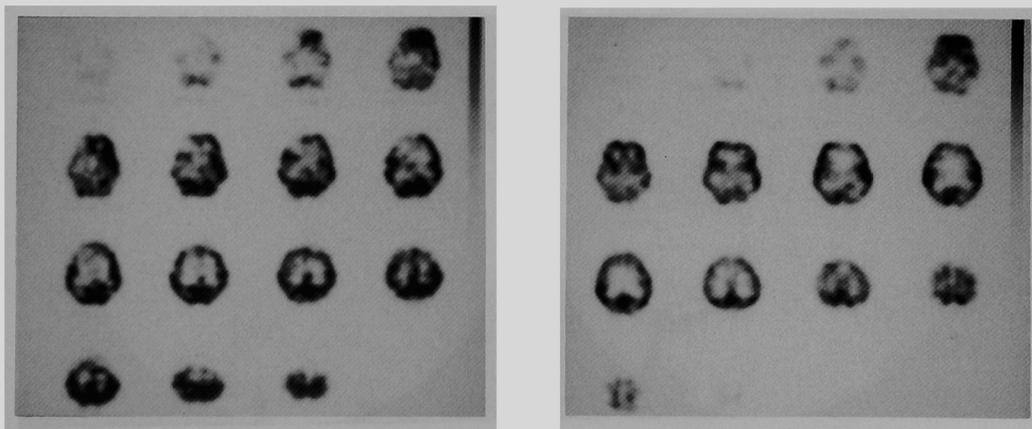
a (左), b (右) IMP脳SPECT・early image, aでは単純CTのLDAに一致してdefectとなり, bでは逆にhyperperfuionとなっている。(尚, 本論文での脳SPECTのimageは通常の頭部CT画像と同じく, 写真の左が患者の左, 上が患者の前方となるように処理してある.)
